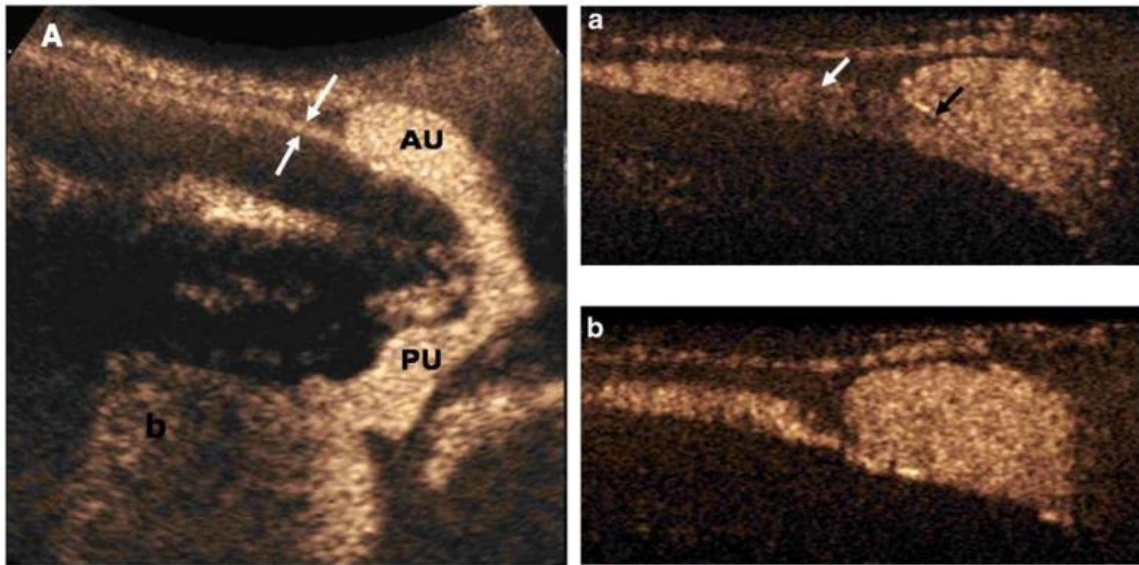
Imagen extraída de Duran C, Valera A, Alguersuari A, Ballesteros E, Riera L, Martin C, Puig J. Voiding urosonography: The study of the urethra is no longer a limitation of the technique. *Pediatr Radiol* 2009; 39:124-131.
